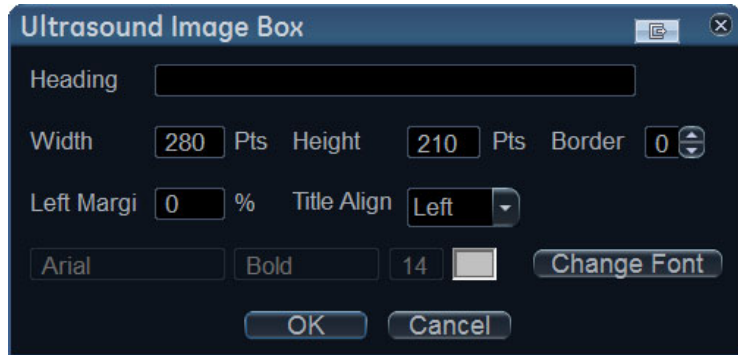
Окно “Ultrasound image box” (Ультразвуковое изображение)
